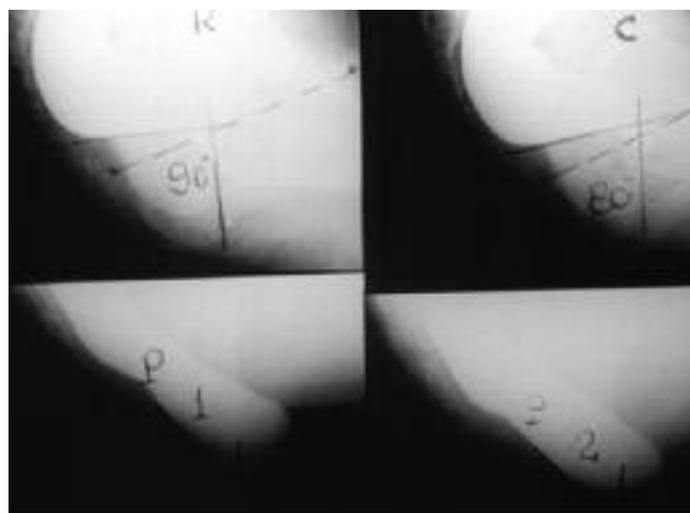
Defecografía normal. R=reposo C=Contracción voluntaria P= Pujó
